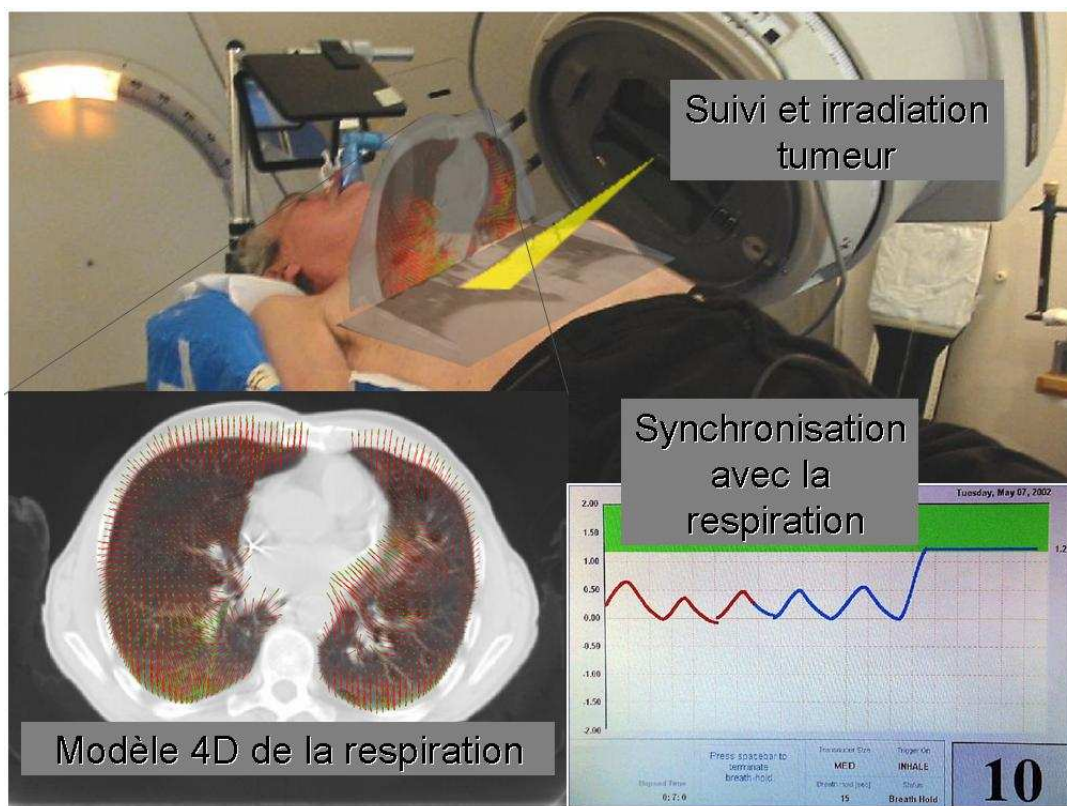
Synchronisation de l'irradiation avec la respiration grâce à un modèle de respiration 4D (images TDM + modèle de déformation 4D) qui permet le suivi de la tumeur pendant les séances de traitement du cancer du poumon en radiothérapie.
